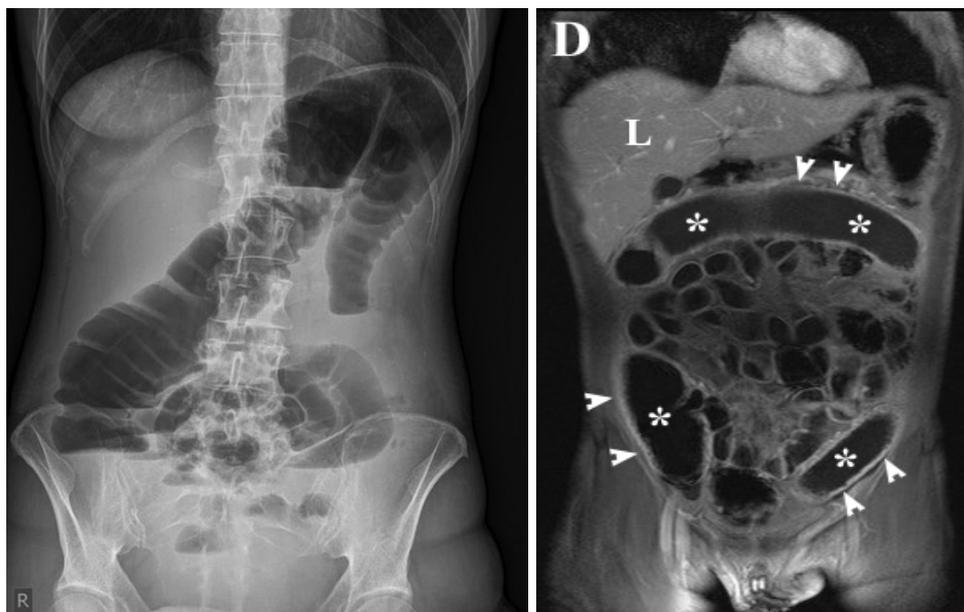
links Röntgenübersichtsaufnahme bei Patientin mit Colitis ulcerosa und toxischem Megakolon (researchgate.net), rechts MR-morphologisch Fahrradschlauchphänomen
